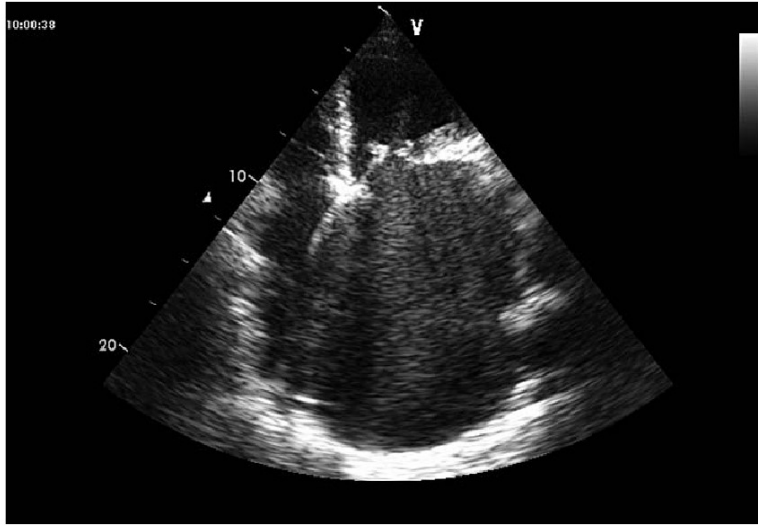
В-режим. Эхокардиографические признаки значительного митрального стеноза ревматической этиологии. Апикальная четырехкамерная позиция. Створки митрального клапана уплотнены, спаяны по комиссурам, раскрытие створок ограничено. Значительная дилатация полости левого предсердия. Правое предсердие дилатировано в длину. В полости левого предсердия визуализируется эффект спонтанного контрастирования
